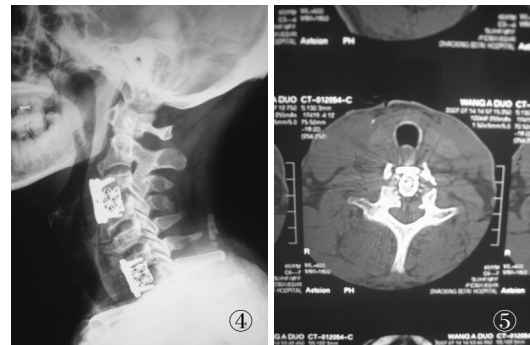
术后侧位像 图5 术后CT显示椎体前方骨化的韧带被切除
